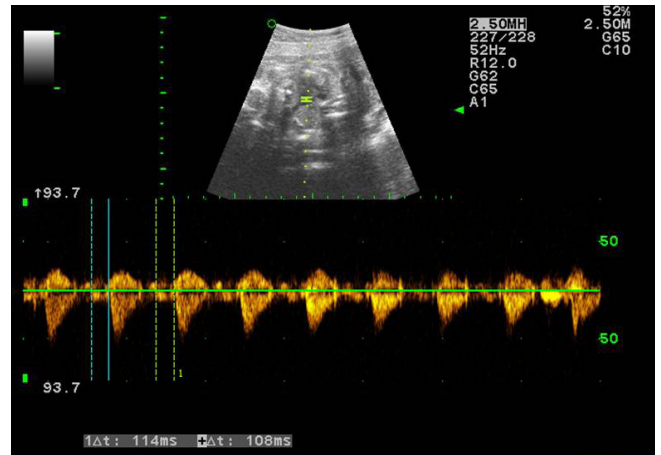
Pulsed Doppler was done at 27+1 weeks of gestation. Checked atrioventricular time intervals were 114 ms and 108 ms. These values were within the normal range (reference range, 111 ± 17 ms).
